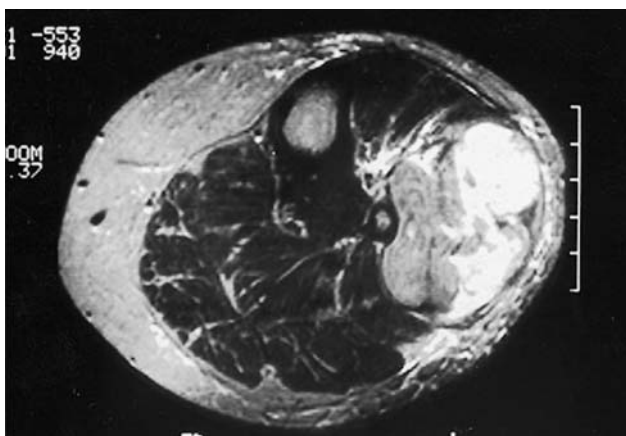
RMN: carácter heterogéneo de la lesión que erosiona la cortical del peroné.
